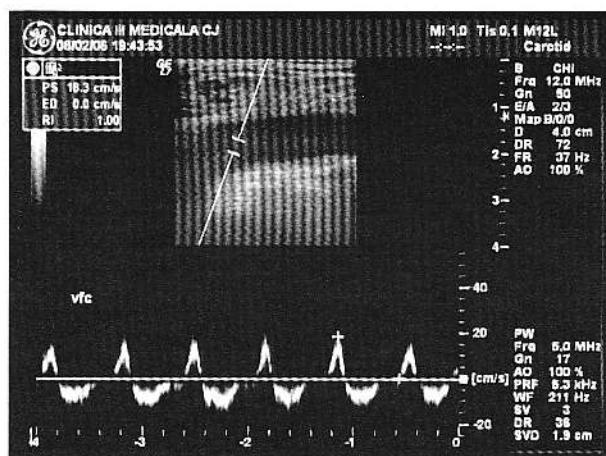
Duplex sonografie pe vena femurală comună dreaptă. Aspect similar s-a evidențiat pe VCI și venă femurală comună contralaterală.
